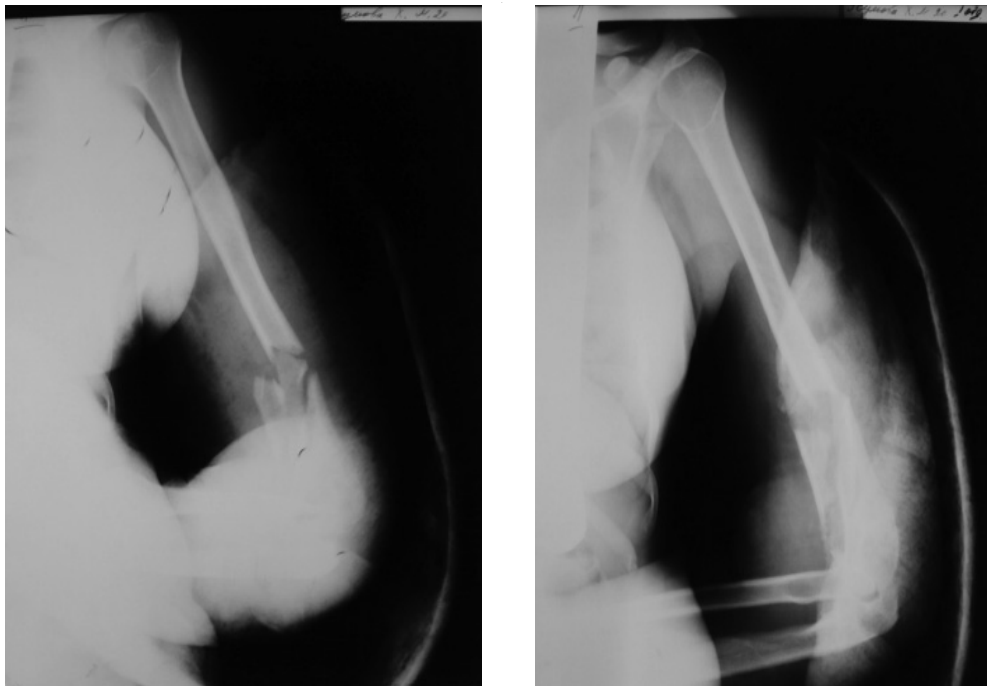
Рентгенограммы правого плеча.
